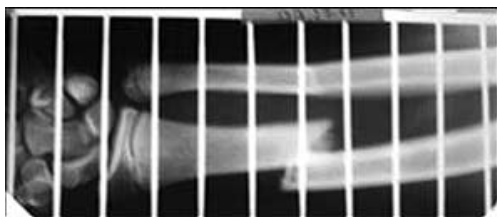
Больной З., 16 лет, рентгенограмма правого предплечья в прямой проекции до лечения
